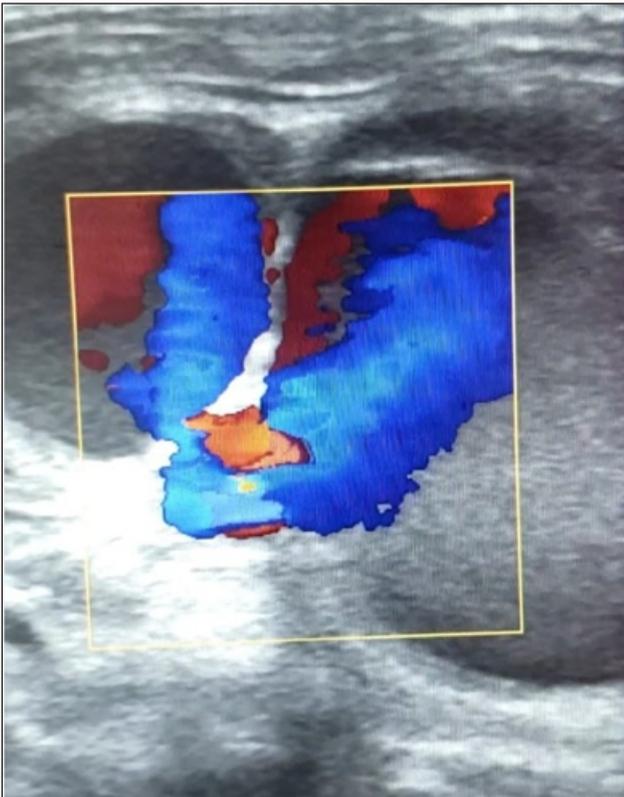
Doppler colorido evidenciando fluxo turbilhonado em pseudoaneurismas de carótida comum direita.
